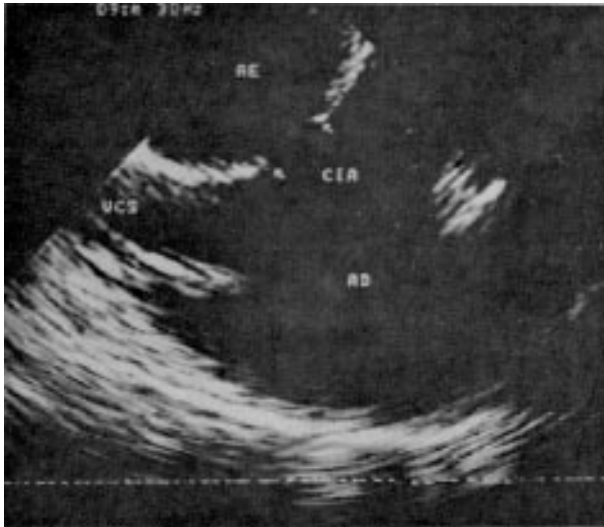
Ecocardiograma transesofágico em corte longitudinal, evidenciando comunicação interatrial (CIA), tipo *ostium secundum*, medindo aproximadamente 9mm. AE = átrio esquerdo; AD = átrio direito; VCS = veia cava superior.
